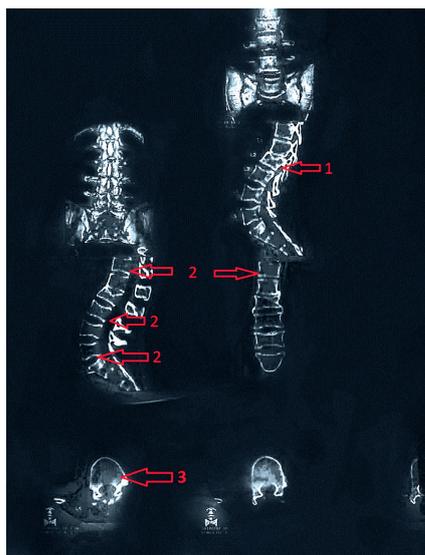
Компьютерная томография поясничного отдела позвоночника. Мультипланарная реконструкция в сагитальной и коронарной плоскостях и объемный рендеринг: 1 – компрессионный перелом тела L2 позвонка; 2 – умеренное снижение высоты межпозвоночных дисков Th12–S1; 3 – признаки остеопоротических изменений тел позвонков
